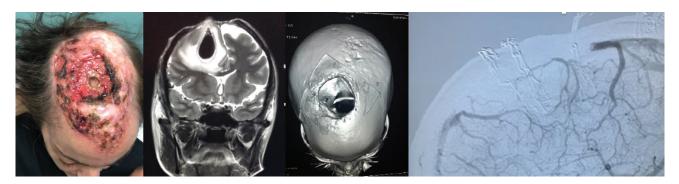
A: Carcinoma Basocelular Morfeiforme Gigante de Cuero Cabelludo. B: Resonancia Magnética que demuestra invasión ósea, meníngea, y un absceso con edema cerebral secundario. C: Tomografía Axial Computarizada con reconstrucción ósea que demuestra el defecto óseo por destrucción tumoral. D: Angiografía Cerebral que demuestra trombosis del Seno Longitudinal Superior.
